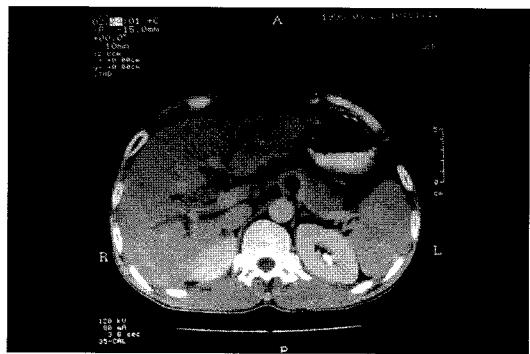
(Case 3) This CT finding shows diffuse dilatations of intra-hepatic bile ducts and a tumor thrombi in the hilar bile duct.
